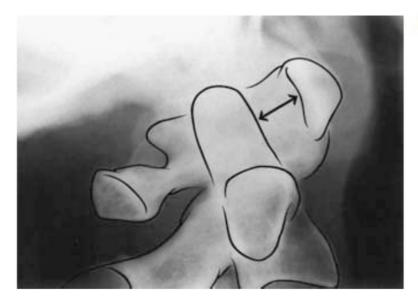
Radiografía lateral en flexión cervical de un paciente con artritis reumatoide y subluxación atloaxoidea anterior. Se han dibujado la apófisis odontoides y el pedículo de C2 y los elementos del anillo de C1. Se muestra la separación atloaxoidea (flecha doble). (Reproducido con permiso de: Rosenbaum, R. B., Campbell, S. M. y Rosenbaum, J. T. 1996, Clinical Neurology of Rheumatic Disease, Butterworth-Heinemann, Boston.)
